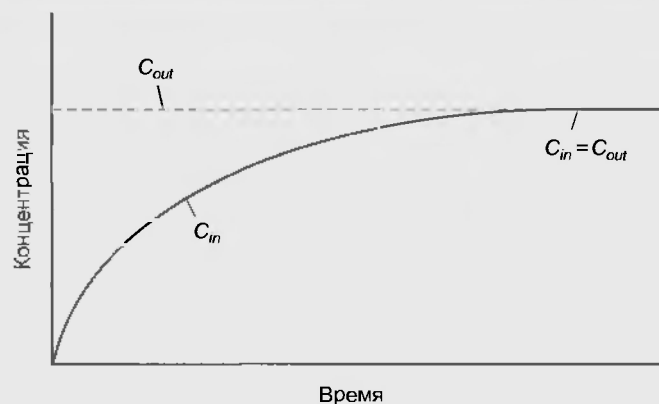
Увеличение внутриклеточной концентрации диффундируемого вещества ( $C_{in}$ ) при неизменной внеклеточной концентрации ( $C_{out}$ ) вплоть до диффузионного равновесия ( $C_{in} = C_{out}$ ). Обратите внимание, что диффузия осуществляется через плазматическую мембрану клетки
